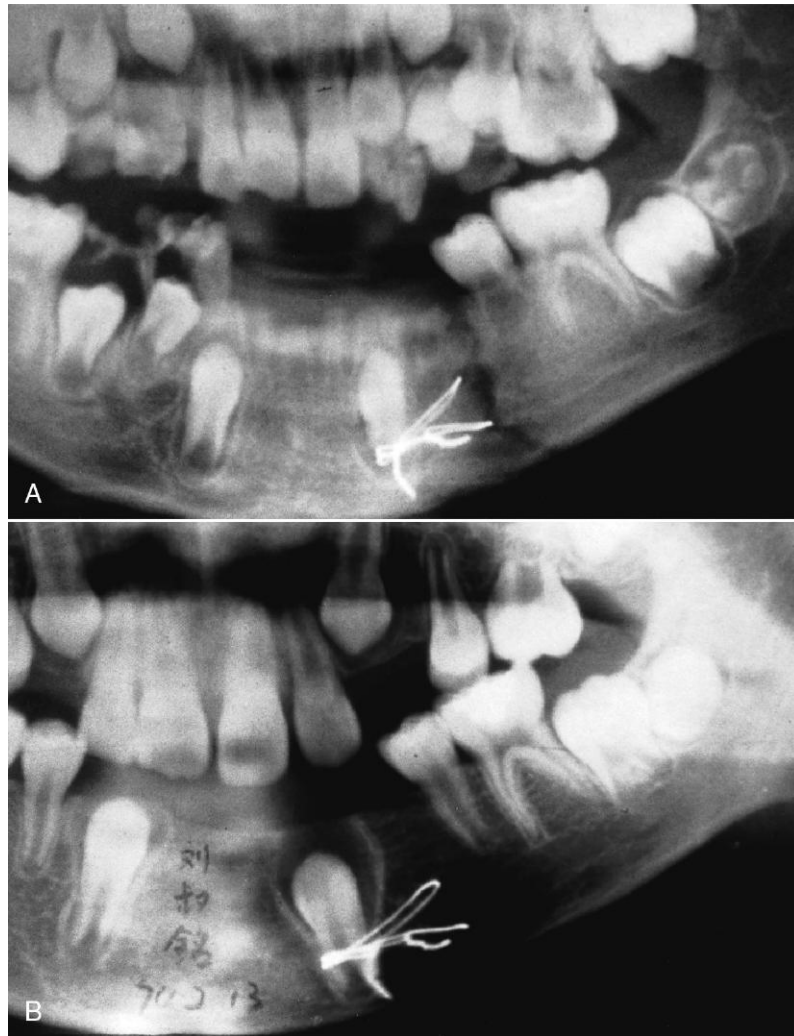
Radiografías de un chico que se fracturó la mandíbula a los 10 años. A. Inmediatamente después de la fractura, tras colocar unos alambres óseos para inmovilizar los segmentos de hueso. Inadvertidamente, uno de los alambres fijó el canino inferior izquierdo al hueso, simulando los experimentos de Cahill con animales. B. Un año después. Se observa que la reabsorción ha continuado normalmente sobre el canino, despejando su trayectoria de erupción, aunque el diente no se ha movido. (Por cortesía del Dr. John Lin.)
